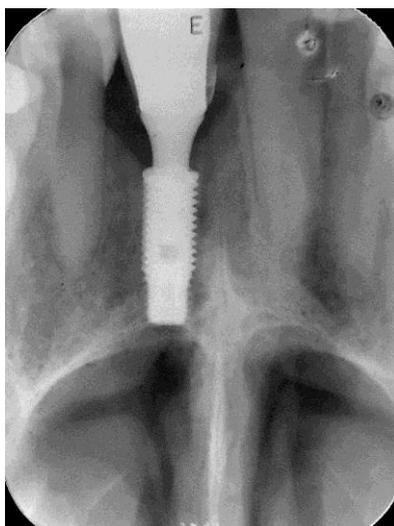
Radiografia periapical de 1 ano de controle pós-operatório.
